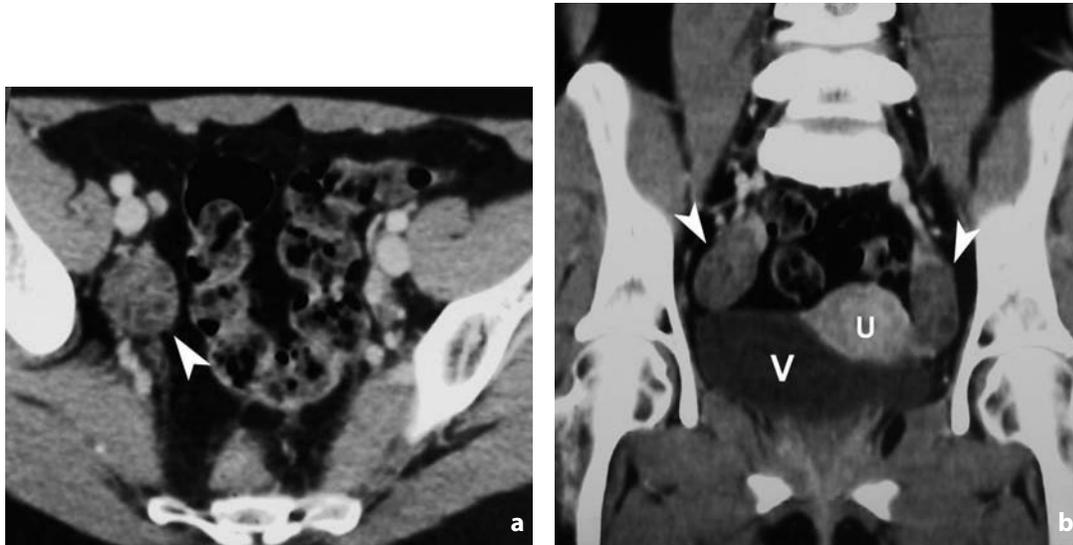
Tomografia computerizzata. Anatomia normale dell'ovaio. a Scansione assiale. Nell'ovaio destro (punta di freccia) si riconoscono alcuni piccoli follicoli. b Ricostruzione coronale. Riconoscibili entrambe le ovaie (punte di freccia) con più follicoli. U = utero; V = vescica
